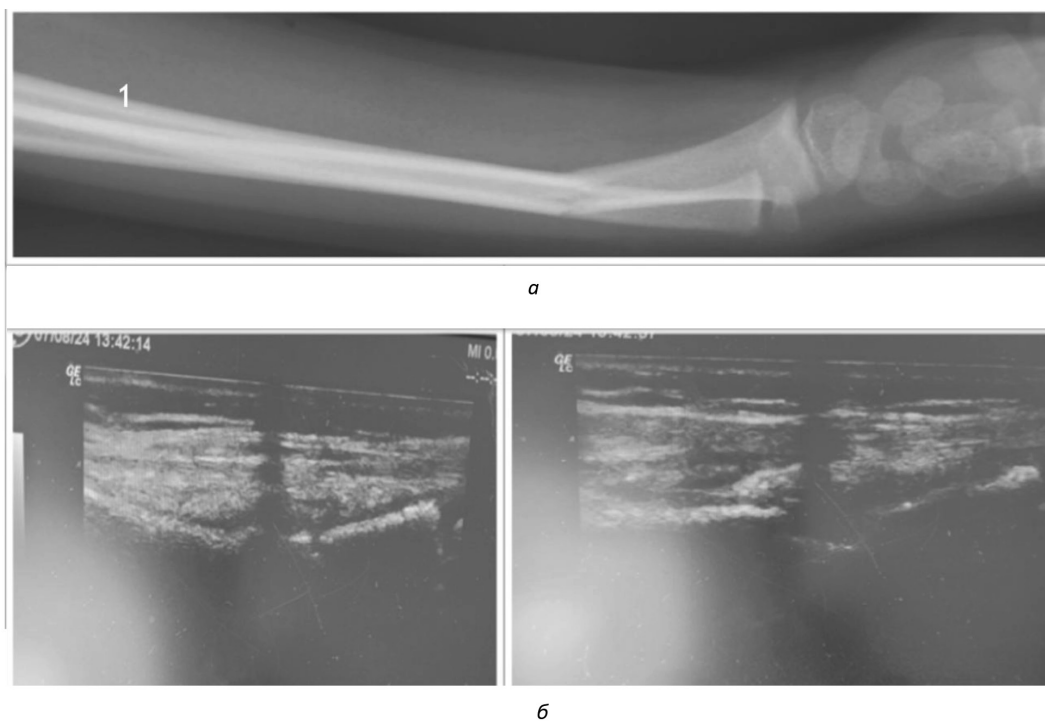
Рентгенограмма (а) и данные сонографического исследования (б) в боковой проекции до закрытой репозиции
